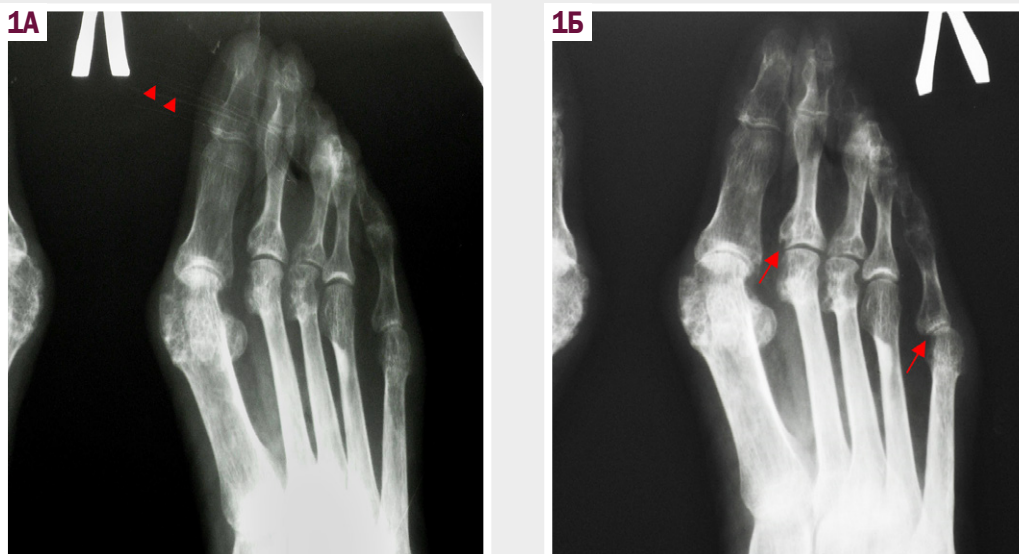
Рентгенологічні зміни у суглобах стоп протягом 2 років у хворої Д, віком 64 роки на тлі лікування традиційними синтетичними засобами ХМТ. А: до початку ХМТ; Б: через 2 роки ХМТ. Стрілками позначено локалізацію кісткових ерозій, що прогресували протягом спостереження; додатково з'явився підвивих у п'ятому плеснефаланговому суглобі.
